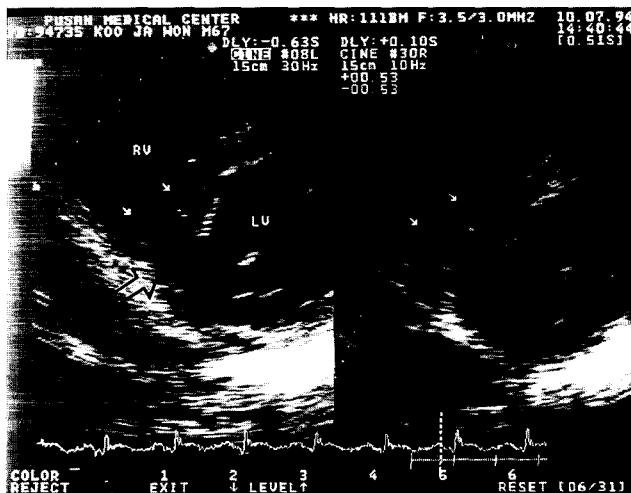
Preoperative two dimensional echocardiogram shows rupture of ventricular septum ( $\square$ ).
